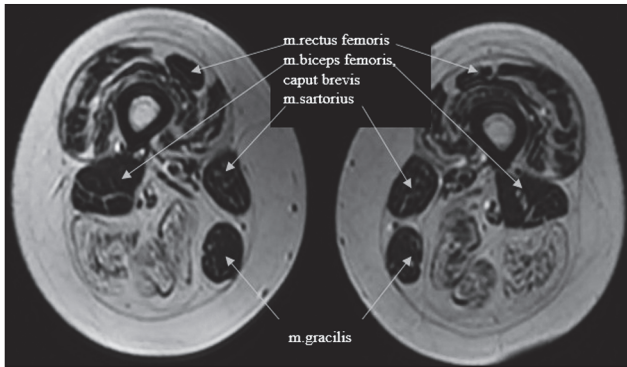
МРТ проксимальних відділів нижніх кінцівок. T2W. Звертають на себе увагу білатеральні дегенеративні зміни в передніх, задніх і частково медіальних групах м'язів стегон
